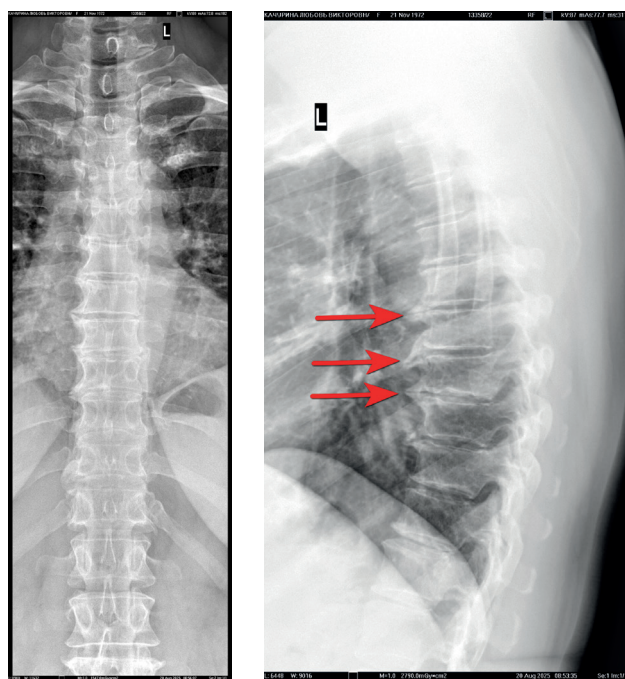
Рентгенография грудного отдела позвоночника (стрелками указано окостенение передней продольной связки, частично с образованием скоб): А — прямая проекция, Б — боковая проекция.
